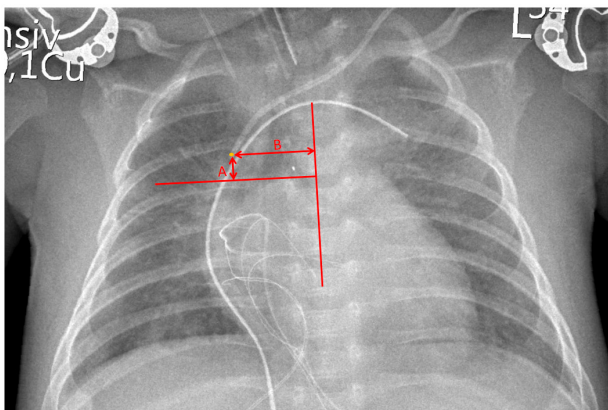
CVC tip location. The postoperative chest x-ray of a 2-year-old girl is presented. The CVC was inserted into the brachiocephalic vein via the supraclavicular approach, the catheter tip is highlighted by an orange dot. A vertical auxiliary line was placed through the middle of the spine, a horizontal auxiliary line is at 90° to this at the level of the carina. Distance A: measured from the horizontal auxiliary line to the catheter tip, this distance was measured as a deviation from the ideal position. Distance B: Distance from the center of the spine to the catheter tip. This was used to compare the lateral shift of the superior vena cava towards the right.
